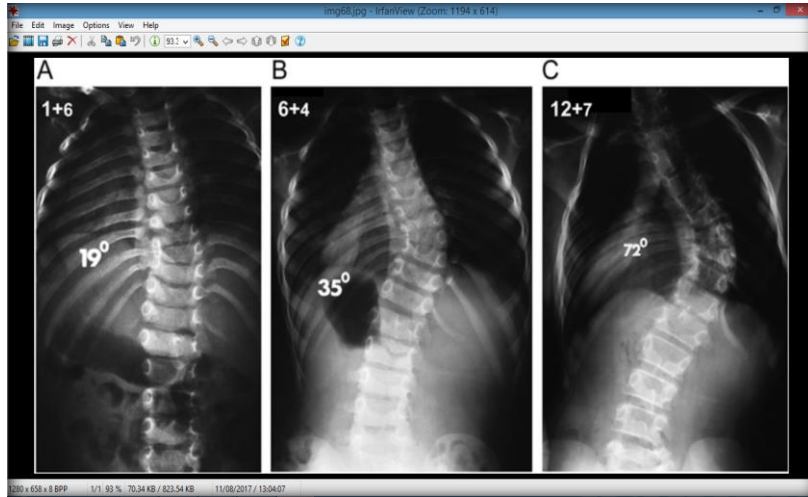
Vizualizarea radiografiei 1 a pacientului Dumitrescu Andrei
